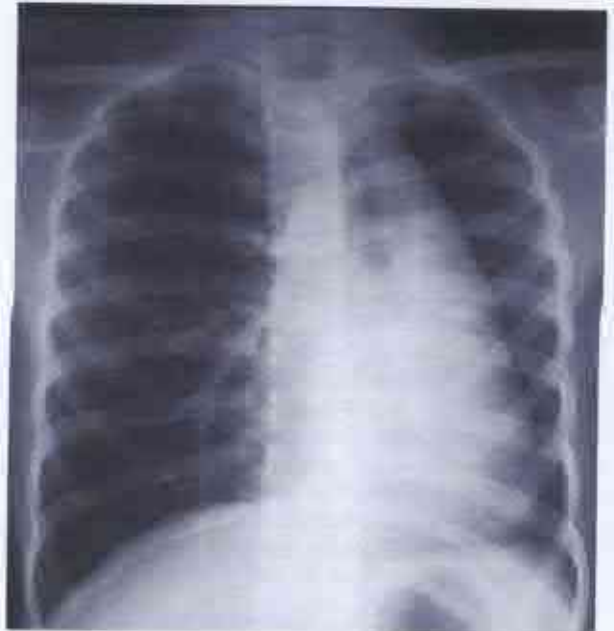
Radiografie toracică (după Sit S.C. et al.) a unui copil de 7 ani cu sindrom Swyer James Macleod (explicații în text).
